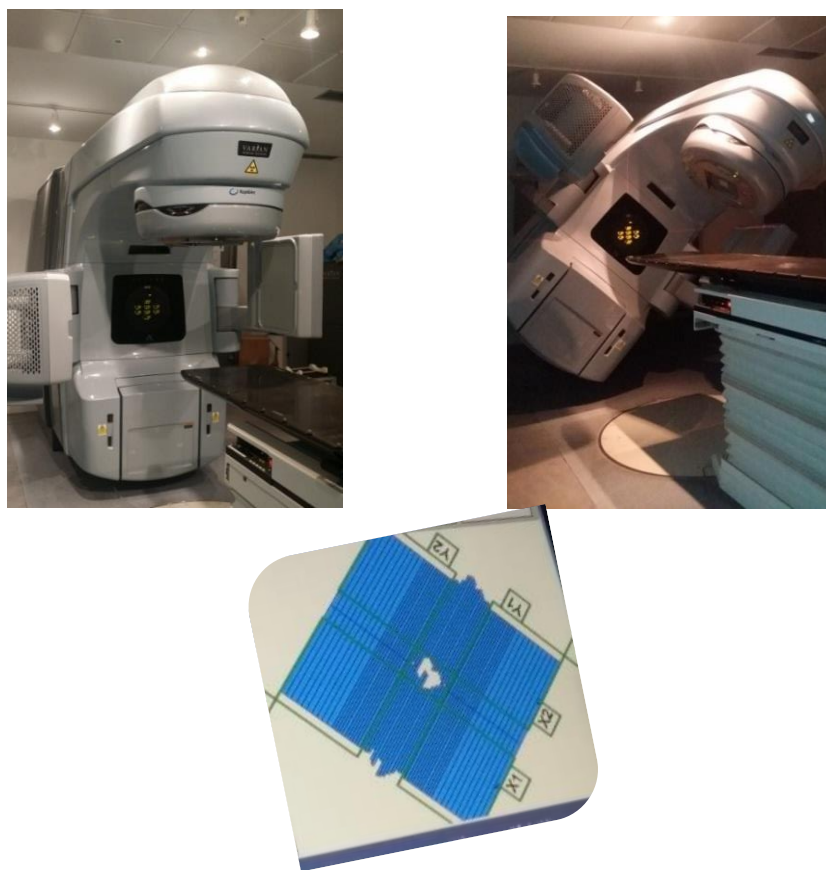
Acelerador lineal Varian Clinac iX con multiláminas de 0.5 cm e Imagen Guiada (IGRT) mediante Cone Beam CT (CBCT) (On-Board Imager, Varian Medical Systems).
